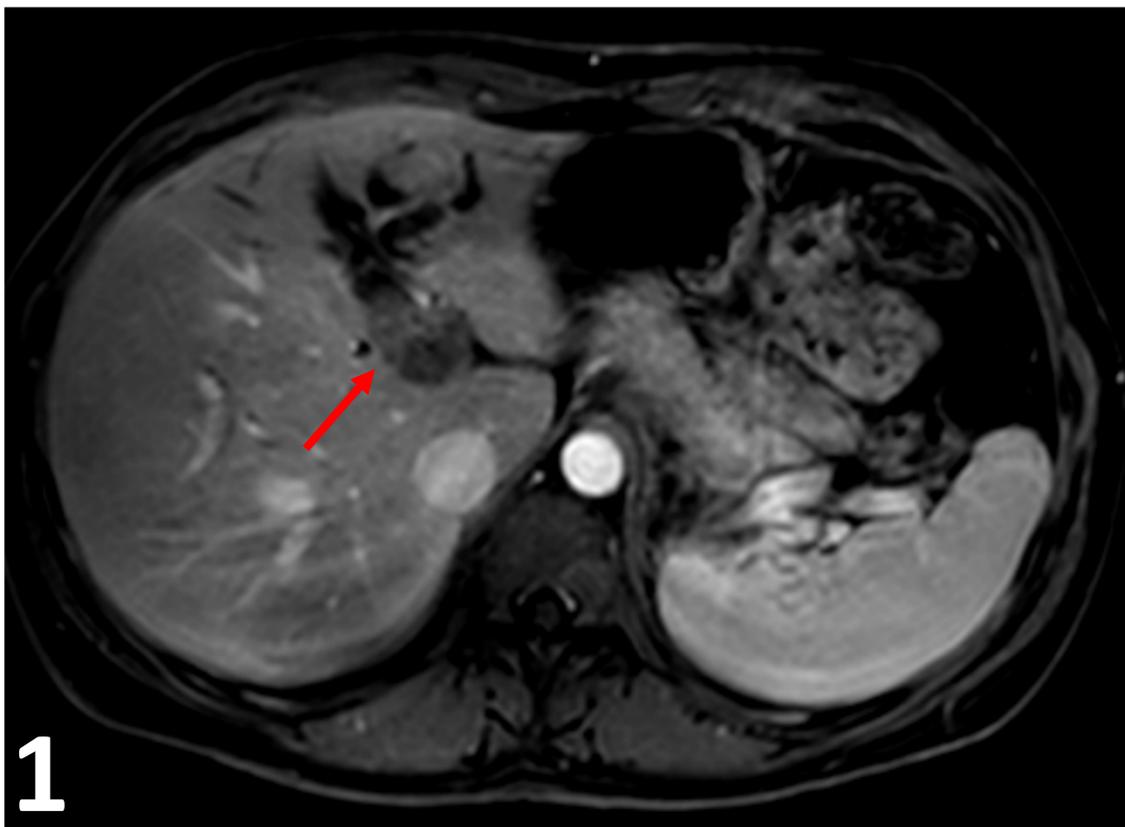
1 y 2: Colangio-RM y estudio RM dinámico. Marcada estenosis de confluencia de vías biliares (flecha roja) así como del conducto hepático izquierdo con dilatación muy llamativa de vías biliares izquierdas (flechas blancas) y avanzada atrofia del LHI. 3 y 4: Colangio-RM y estudio RM dinámico postquirúrgico. Hepatectomía izquierda con hepaticoyeyunostomía y anastomosis a dos bocas: una a dos ramas posteriores (flecha amarilla) y otra a una rama anterior (flecha azul).
